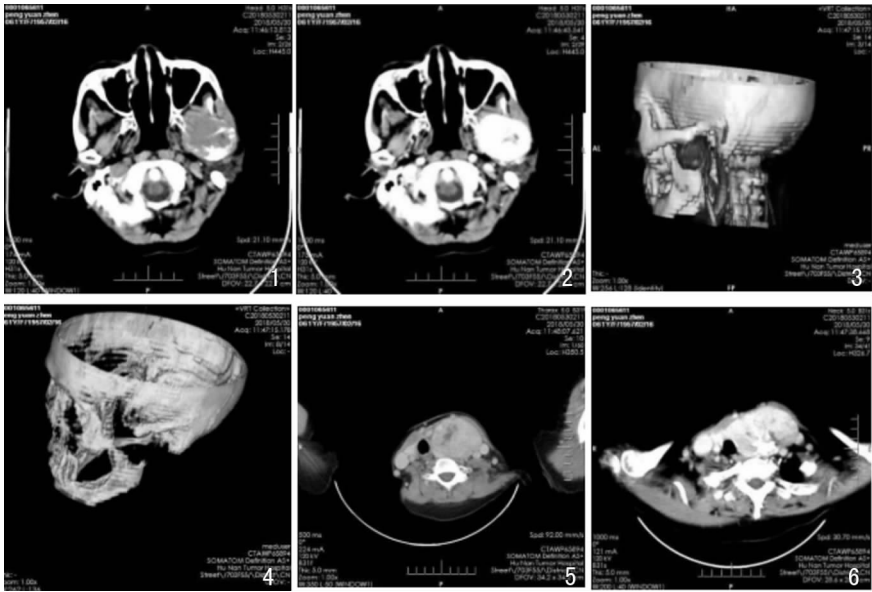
左侧下颌骨平扫肿块 图2 左侧下颌骨增强扫描肿块 图3 三维 CT 见左侧下颌骨升支骨质缺损及血管重建
